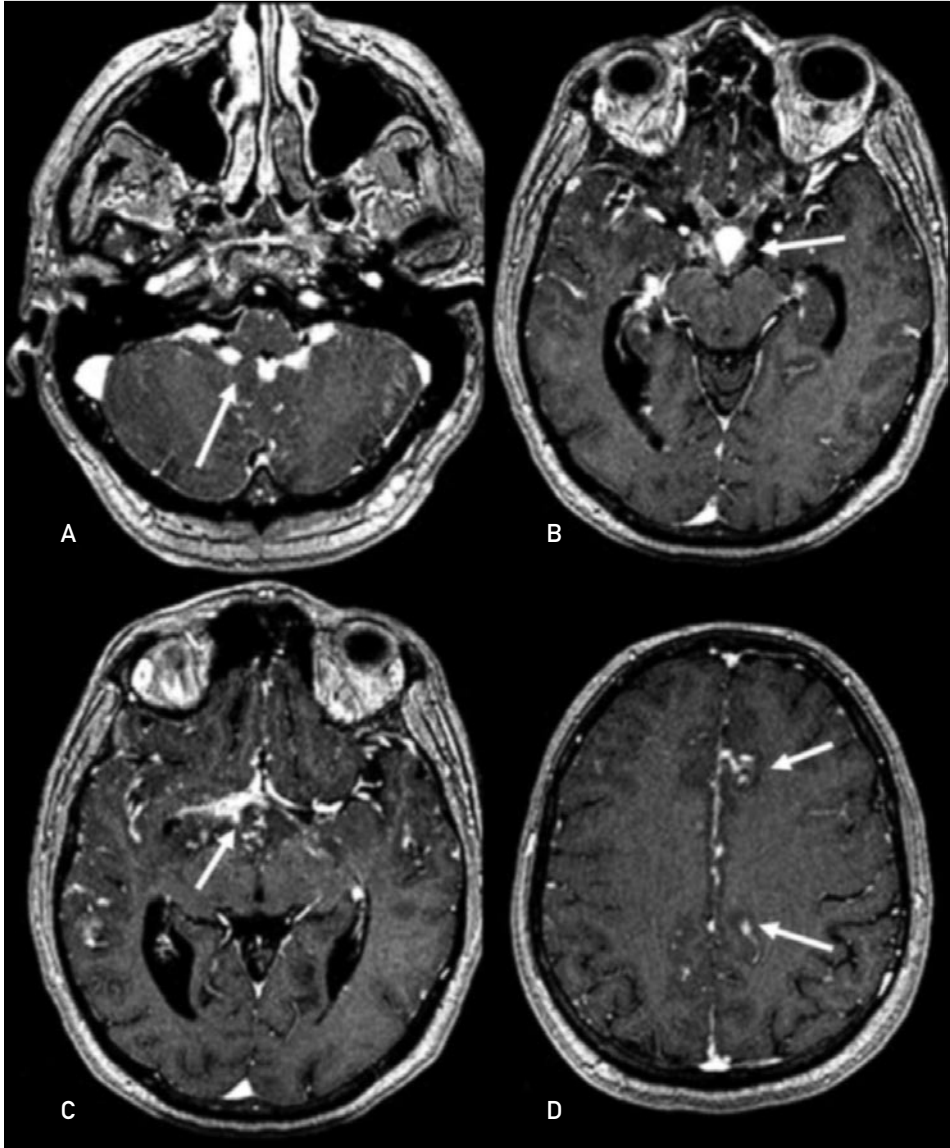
Sarcoidosis. Paciente con sarcoidosis pulmonar (parenquimatosa y ganglionar) y afectación del sistema nervioso central. RM axial potenciada en T1 con gadolinio. Múltiples áreas de realce nodular leptomeníngeo (flechas), en el bulbo y el cuarto ventrículo (A), en la región periquiasmática (B), en cisternas supraselares (C) y cisura interhemisférica (D).
